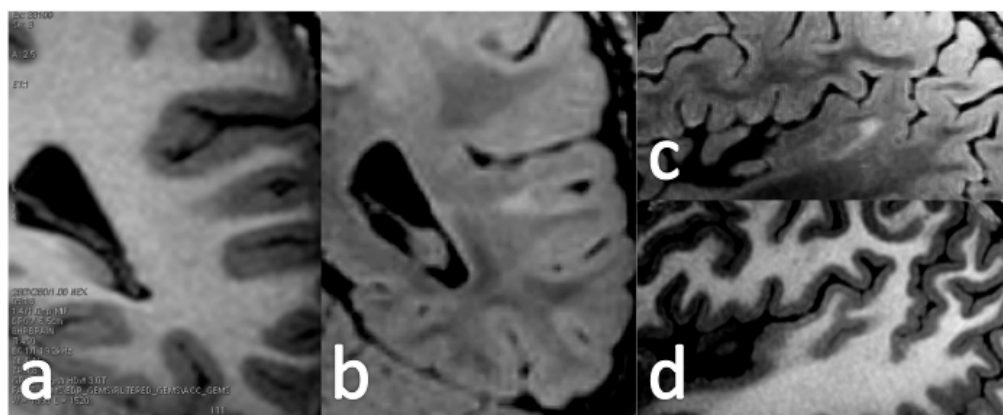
DCF-FS sin evidencia de ENGR. En la secuencia T1 (a y d) se BORR. La secuencia FLAIR (b y c) muestra clara HYC con hiperintensidad lineal que se extiende hasta la pared ventricular.
